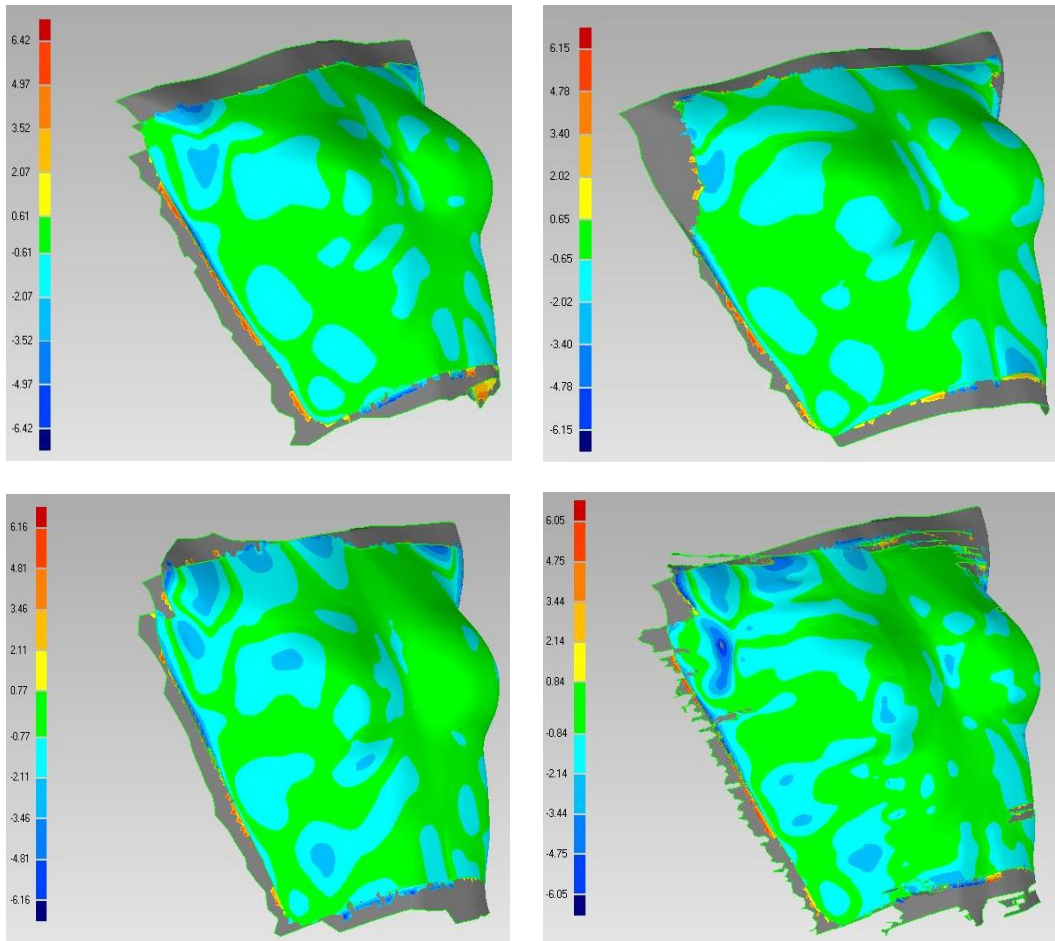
6 mappe delle distanze tra la mesh ricostruita dai punti acquisiti dal manichino antropomorfo con lo scanner e quella ricostruita dal modello TAC. I colori più chiari (verde o azzurro) rappresentano le zone dove l'errore risulta essere contenuto, mentre i colori scuri indicano le zone dove gli errori di ricostruzione risultano maggiori.
